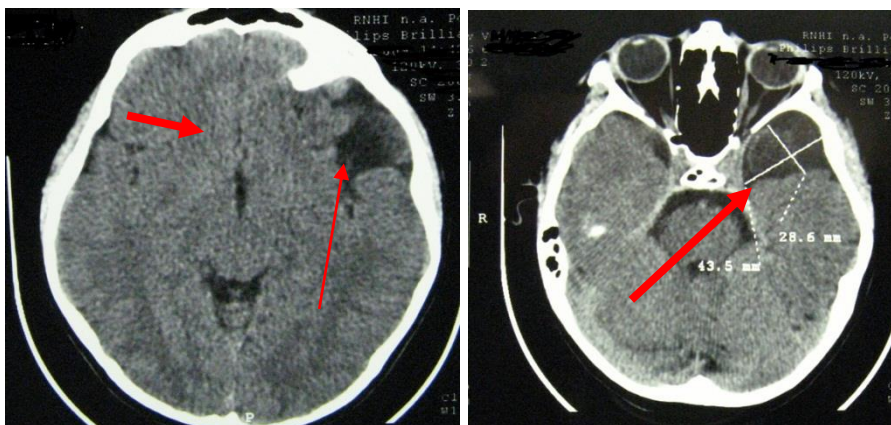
Послеоперационные СКТ головного мозга на 7-е сутки. Заключение: уменьшение полости, устранение деформации латеральных отделов лобной доли и переднебазальных отделов височной доли (указано стрелками)
